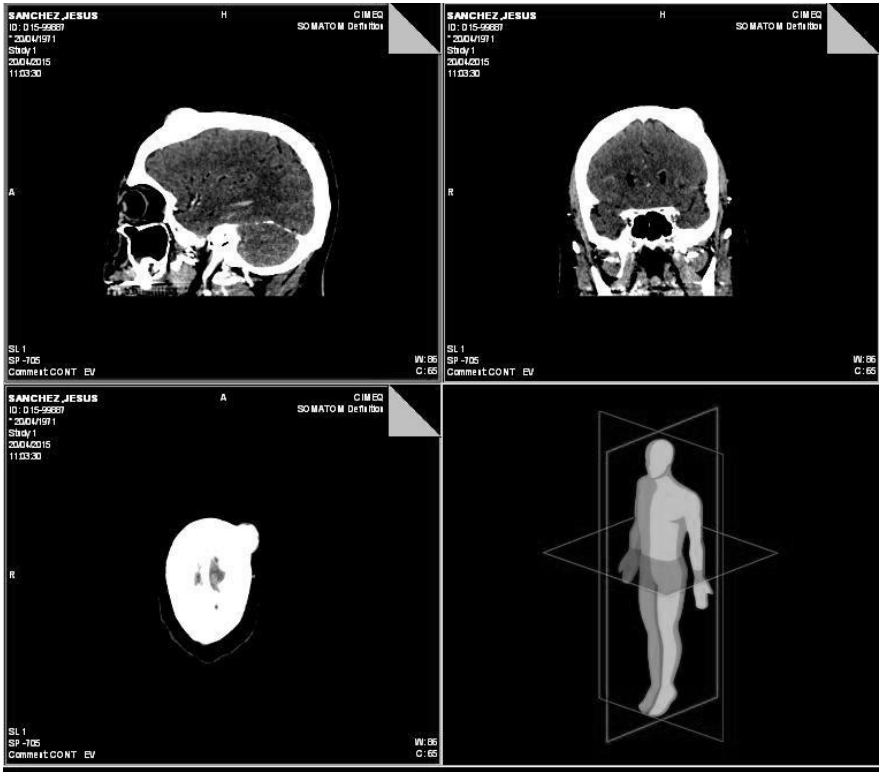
TAC de cráneo simple inicial. Se observa la densidad ósea de la lesión tumoral.
